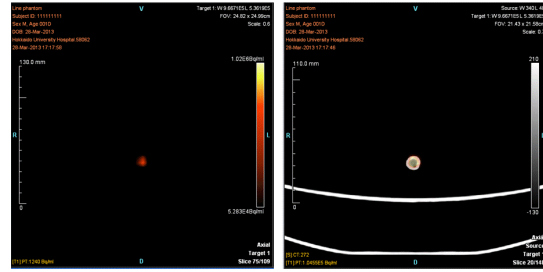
ファントムの横断面断層画像．左図：PET 画像．右図：PET 画像と CT 画像の重ね合わせ画像．
